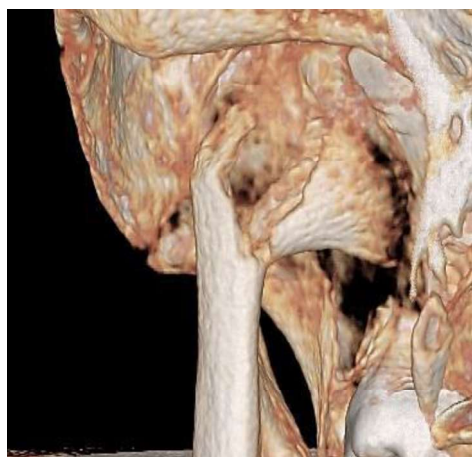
3Д томография перелома.
